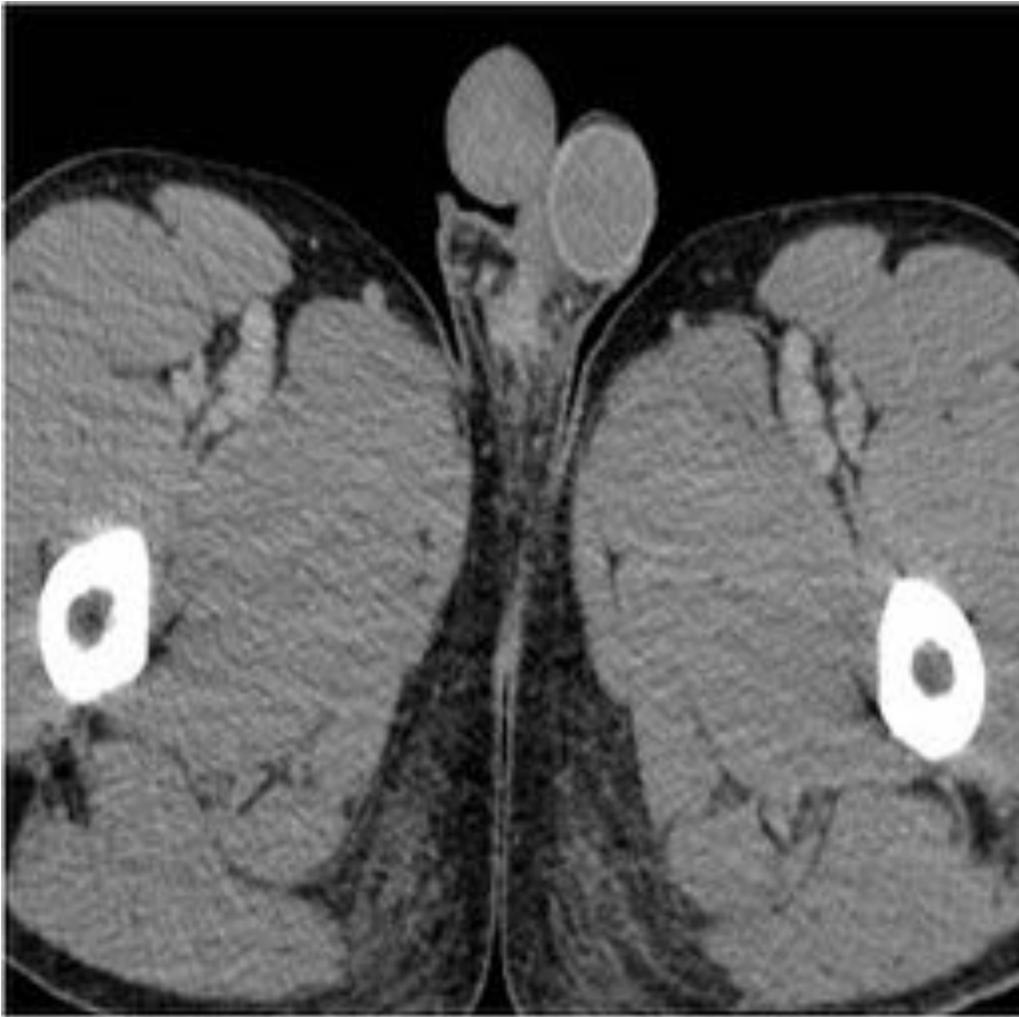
TC de pelvis. Prótesis de pene en paciente con antecedente de orquiectomía por seminoma.
